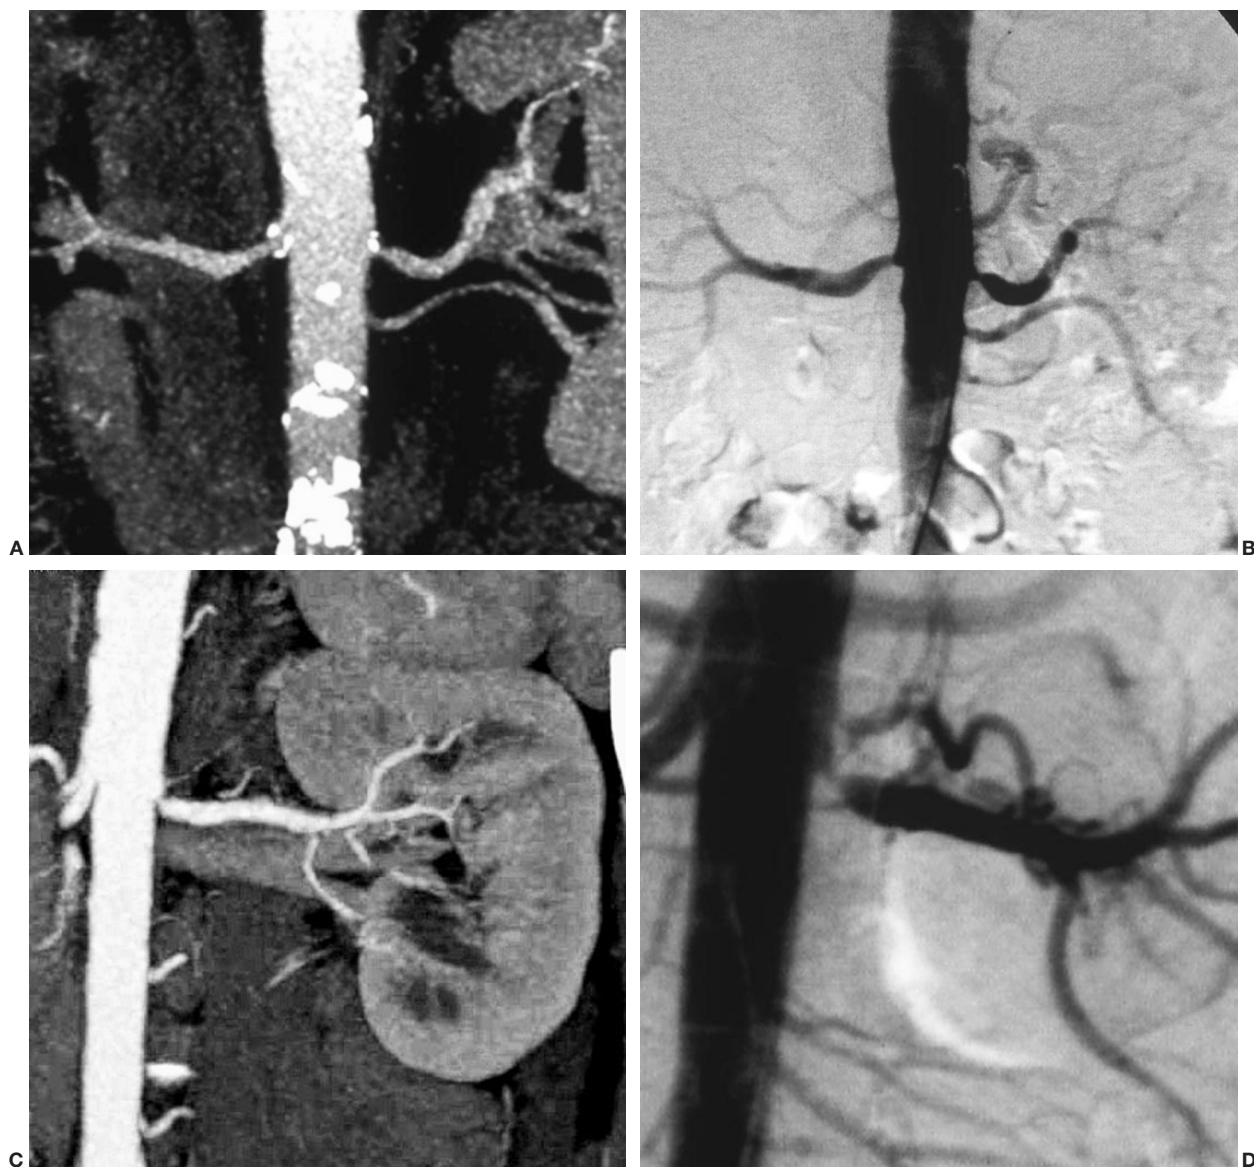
(A) Reconstrucción de tipo máxima intensidad de señal (MIP) coronal en la que se muestran sendas estenosis de grado II en los *ostia* de las arterias renales principales. Hay calcificaciones profundas, pero que no impiden la correcta evaluación, y una dilatación postestenótica en la arteria derecha. En el lado izquierdo se identifica también un vaso accesorio de características normales. (B) Angiografía con sustracción digital (ASD) en la que se corroboran los hallazgos de la tomografía computarizada multicorte con estenosis en los vasos arteriales. (C) Estenosis de grado III en el *ostium* de la arteria renal izquierda; MIP coronal. (D) Detalle de la estenosis arterial de alto grado, preoclusiva, en la ASD.
